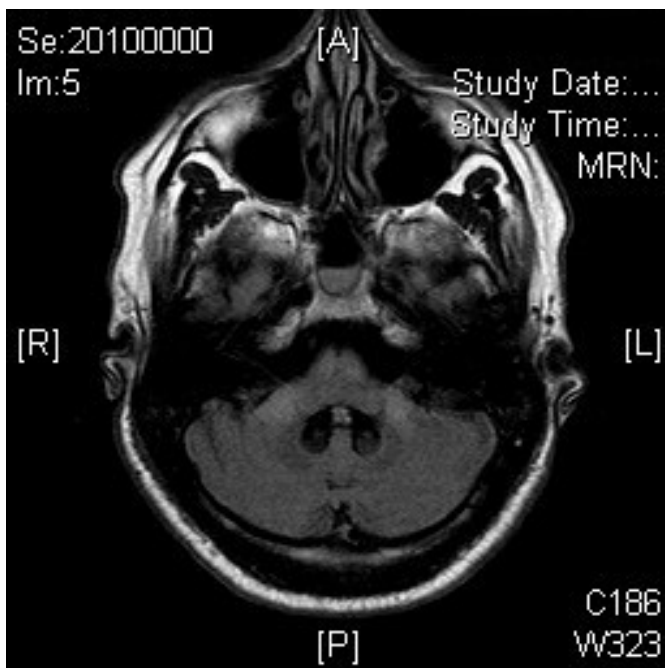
MRT T1-Wichtung transversal. Kein Infarkt in der Medulla oblongata (Pat. 13).
